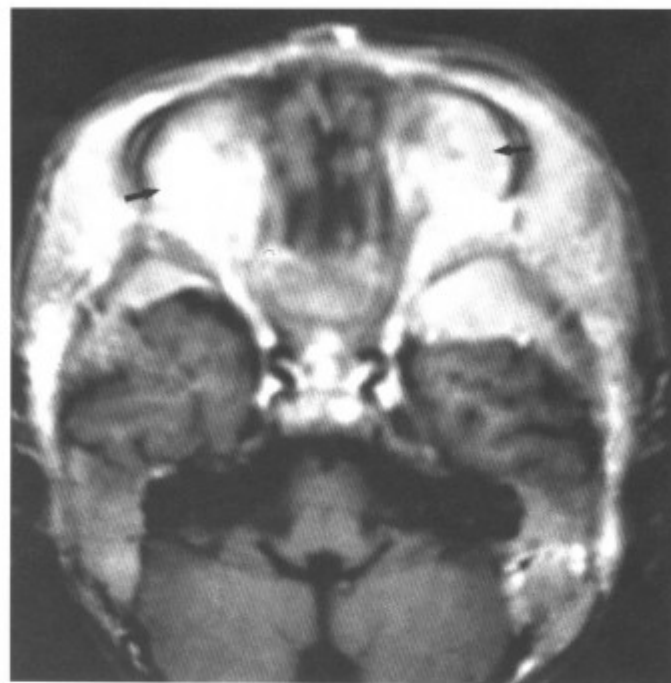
MRI-T₁WI 增强扫描示双侧眶内外肿块、中颅窝肿物及脑膜增厚异常强化，脑膜转移（箭头）（同上病例）
